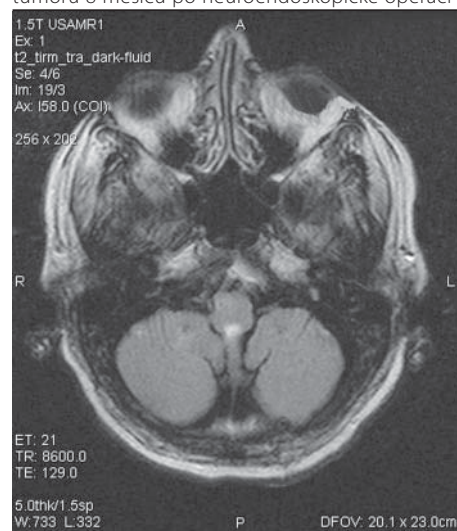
Dynamika vývoje ektopického kraniofaryngeomu zadní jámy lební – náhodné zjištění při follow up MRI po operaci supraselárního tumoru
